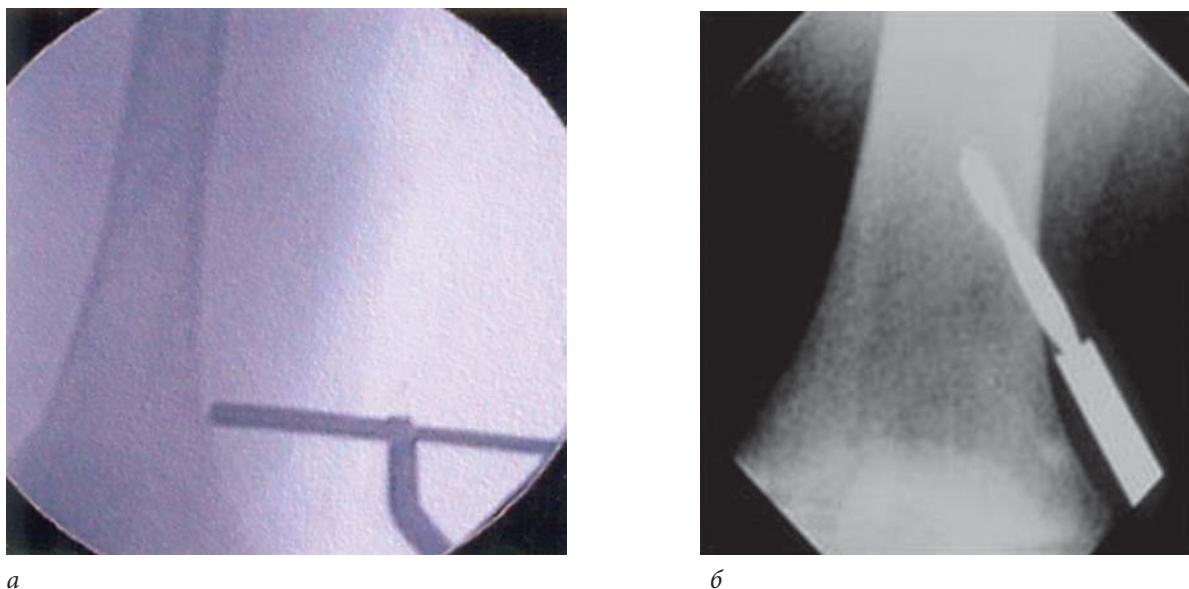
Определение точного места входа стержня (на 2,5–3 см выше зоны роста) выполнялось с помощью рентгенограммы (а); канал вхождения стержня формировался сверлением под углом 45° (б)
